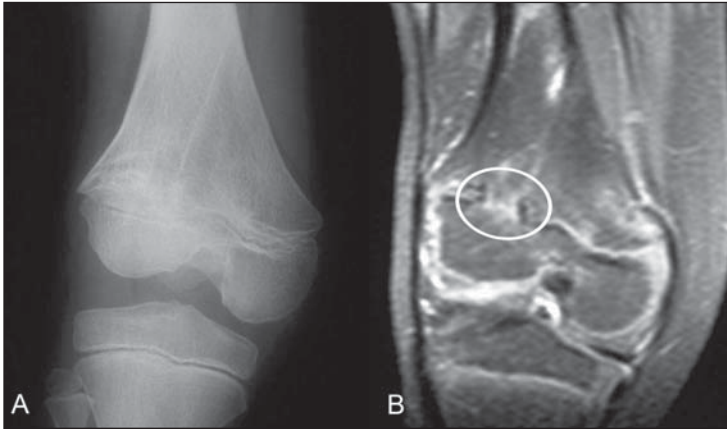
Radiografia do joelho direito (A) evidencia deformidade da porção lateral do fêmur e indefinição das linhas fisárias. RM ponderada em T2 no plano coronal (B) confirma a presença de barra óssea (círculo).
